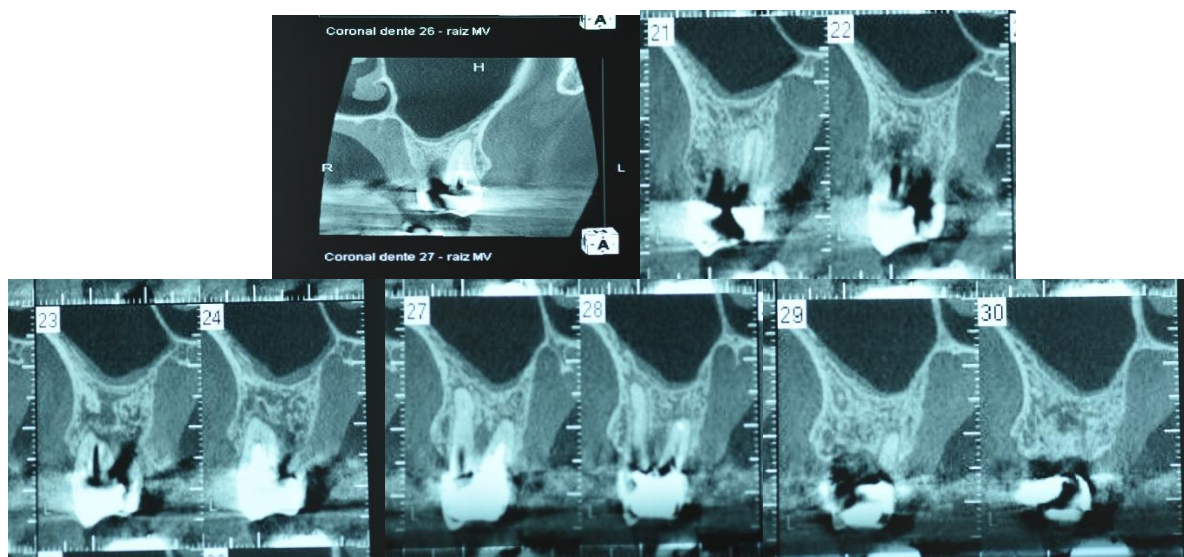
a,b,c,d,e Imagens da tomografia computadorizada, evidenciando lesão de furca associada ao dente 27
